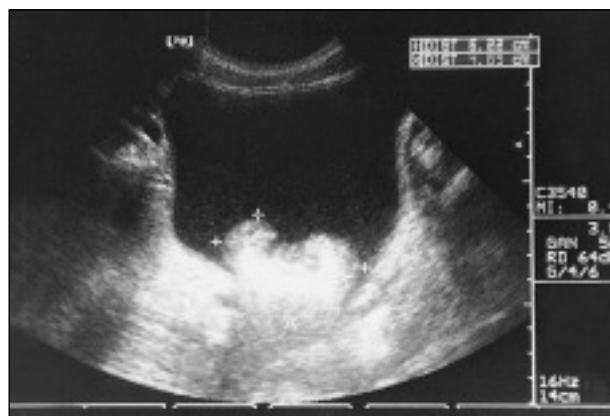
Ecografía abdomino-pélica. Vejiga con tumoración vegetante de 6*4,7 cm.
